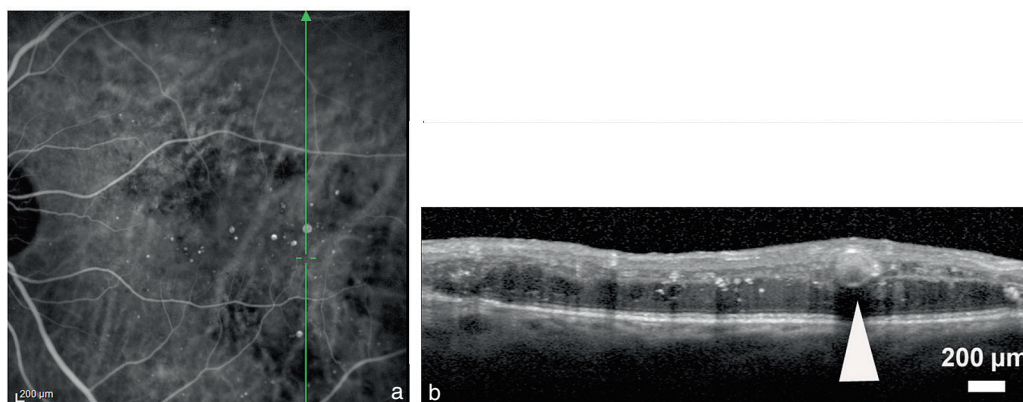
Macroanévrisme chez un patient présentant un œdème maculaire chronique diabétique. a) (l'angiographie au vert d'indocyanine) et b) (la tomographie en cohérence optique) simultanées chez un patient ayant un œdème maculaire chronique diabétique montrent un macroanévrisme (tête de flèche).
